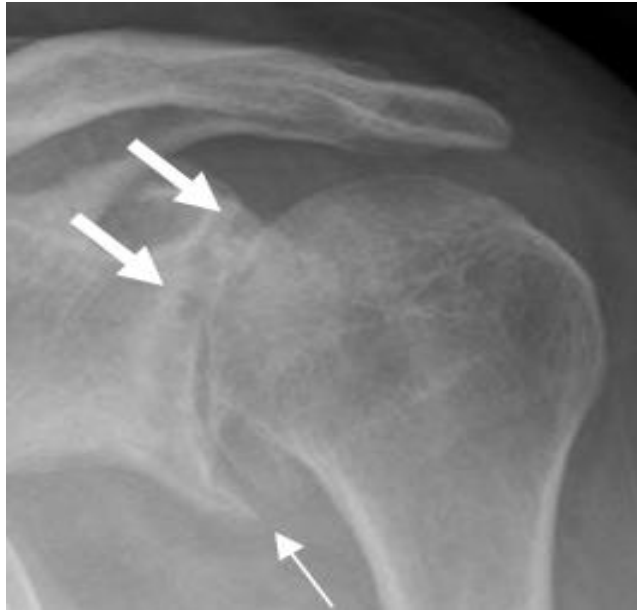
Artropatía degenerativa. Radiografía AP. Cambios degenerativos con pérdida del espacio, formación de osteofitos inferiores (Flecha delgada) y quistes subcondrales. (Flechas gruesas).
